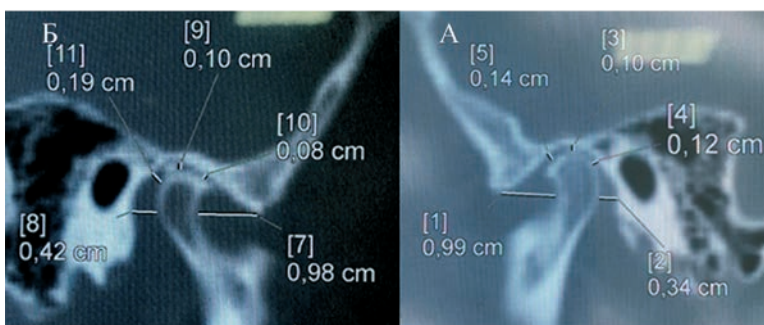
Компьютерная томограмма пациентки Ф., 46 лет, в сагиттальной плоскости: а – головка нижней челюсти слева, б – справа
